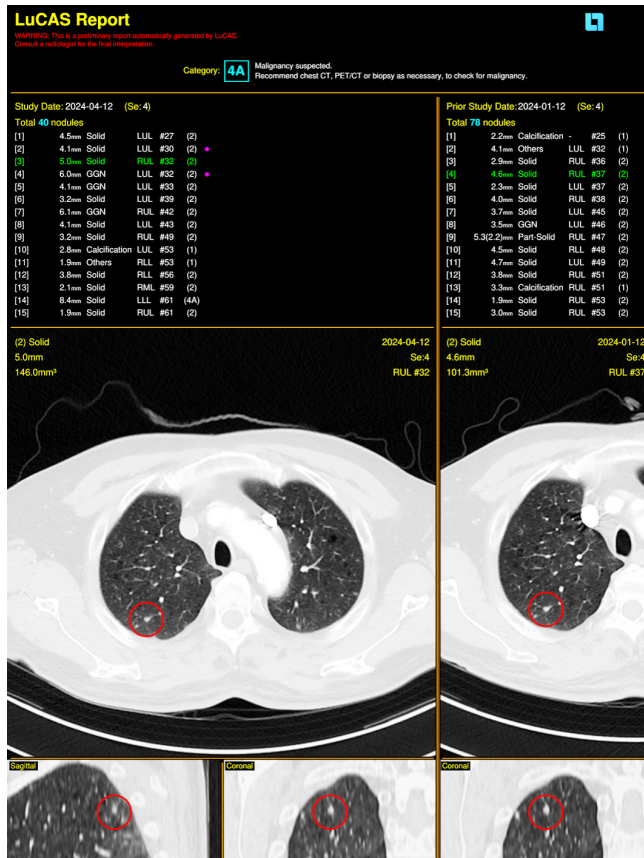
Application of AI-CAD for diagnosing pulmonary metastases. AI-CAD was used to analyze a chest CT scan of a patient with prostate cancer who had multiple pulmonary metastases. Two newly discovered lesions are marked with red dots, while the remaining lesions, which are unmarked, correspond to lesions identified in previous scans.
